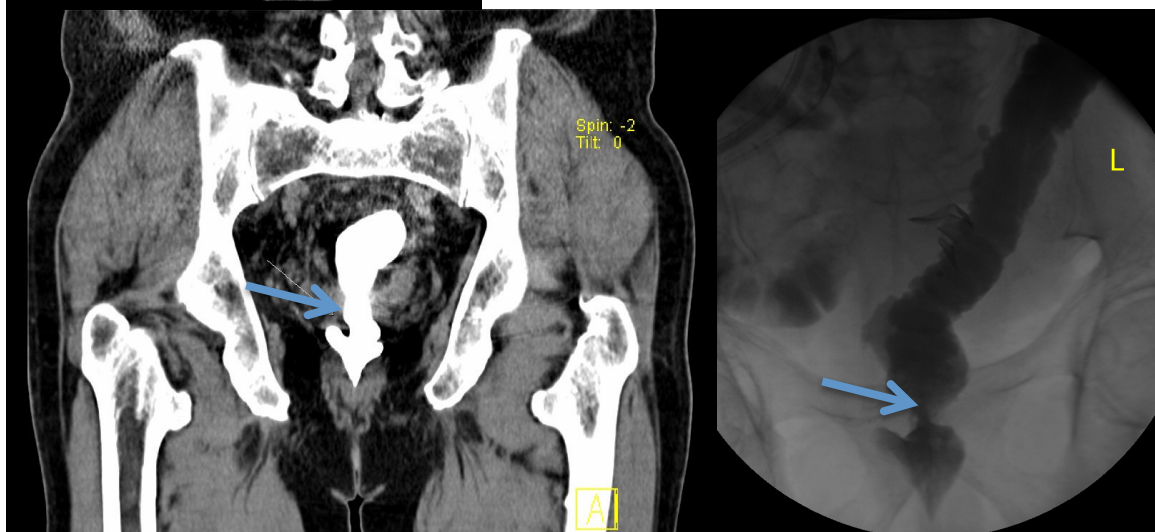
(links) und 11 (rechts): Dickdarmonkontrast (rechts) in der a.p.-Ansicht. Das Bild dokumentiert eine reelle Stenose im Bereich der Anastomose bei einem Patienten nach Rektumresektion. Auch in diesem Fall erfolgte eine CT-graphische Verifizierung unmittelbar im Anschluss an den Dickdarmonkontrast (links). Die Pfeile markieren die pathologische Engstelle.
